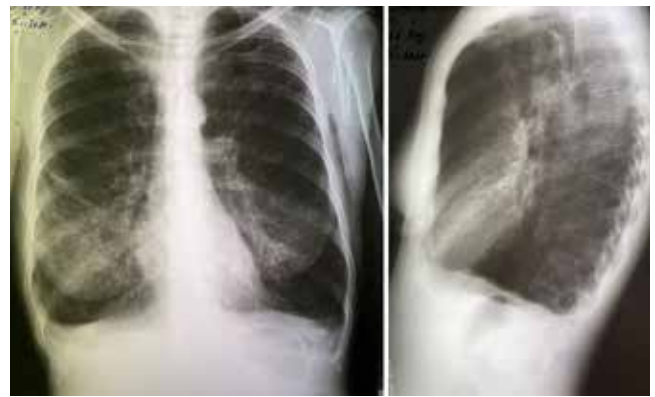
Обзорные рентгенограммы грудной клетки в прямой и левой боковой проекции пациентки Н. демонстрируют левосторонний апикальный пневмоторакс, интерстициальные изменения в легких, ассоциированные с ЛАМ
